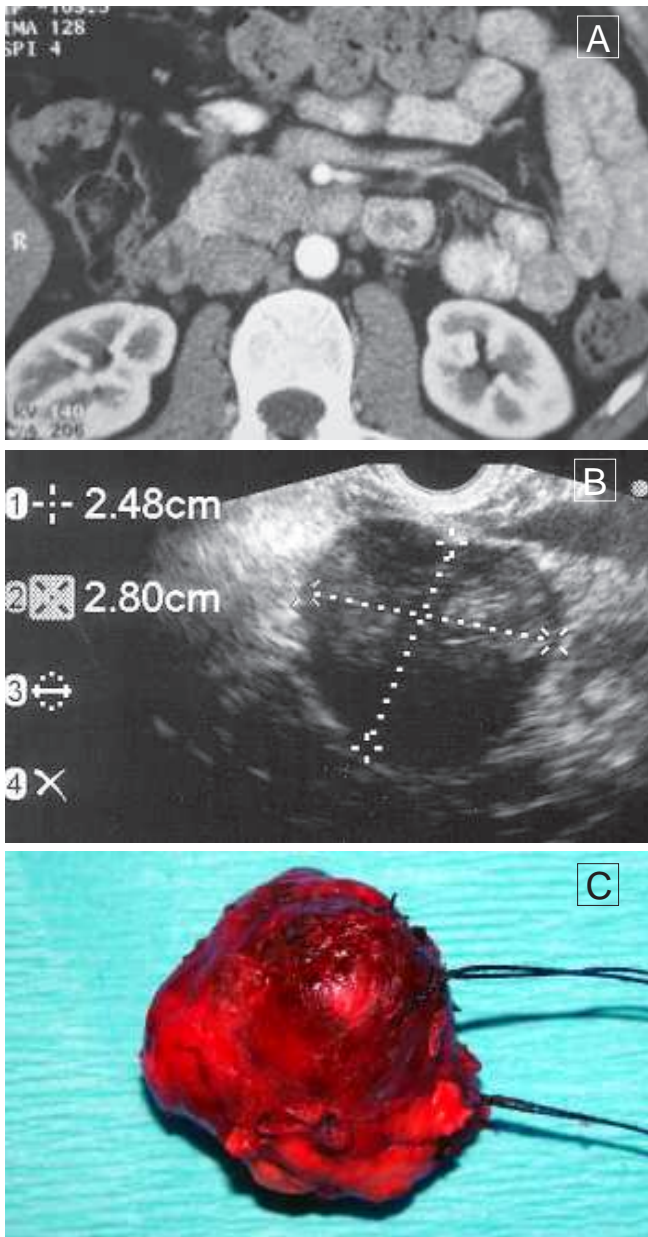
Paciente com TUNE não funcionante. (A) Imagem da TC revelou nódulo hipodenso localizado na porção cefálica do pâncreas; (B) imagem ecoendoscópica confirmou os achados da TC e a biópsia revelou TUNE; (C) imagem da peça operatória.
